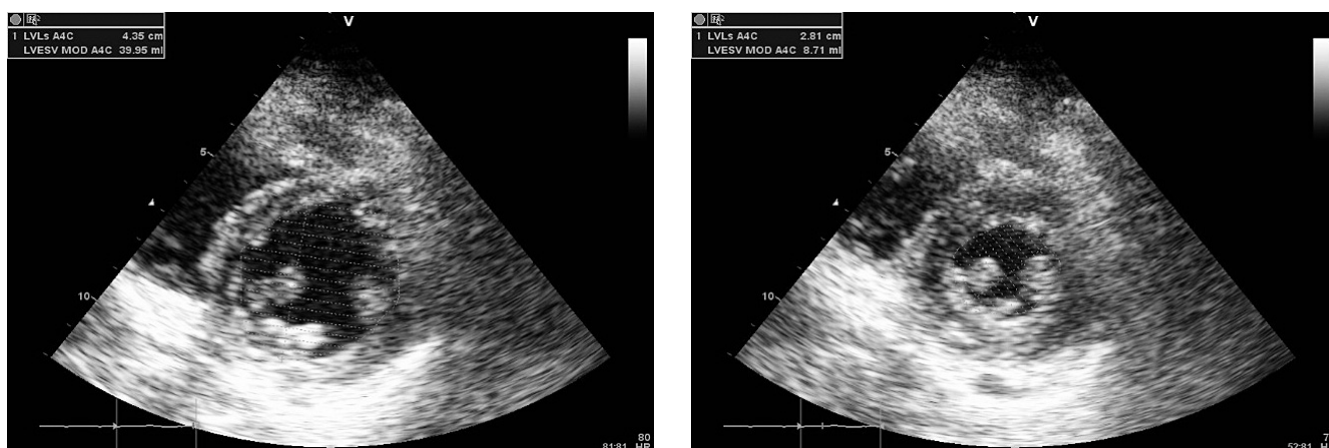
Echokardiografie – parasternální projekce v krátké ose v úrovni papilárních svalů v enddiastole (nahore) a v endsystole (dole) – je patrna porucha kinetiky anterolaterální oblasti
